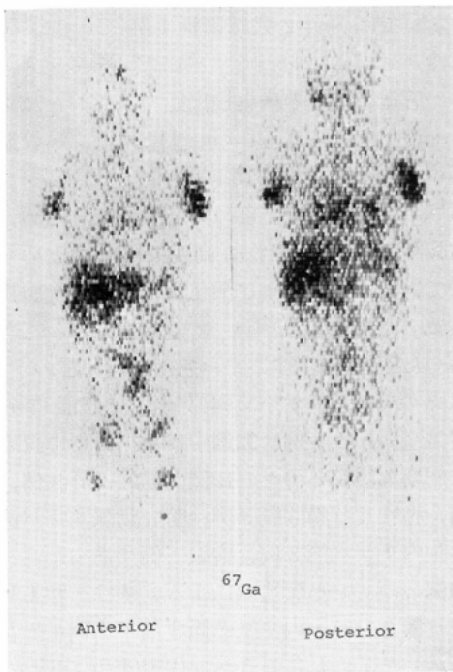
$^{67}\text{Ga}$  scintigrams in patients with malignant lymphoma.
